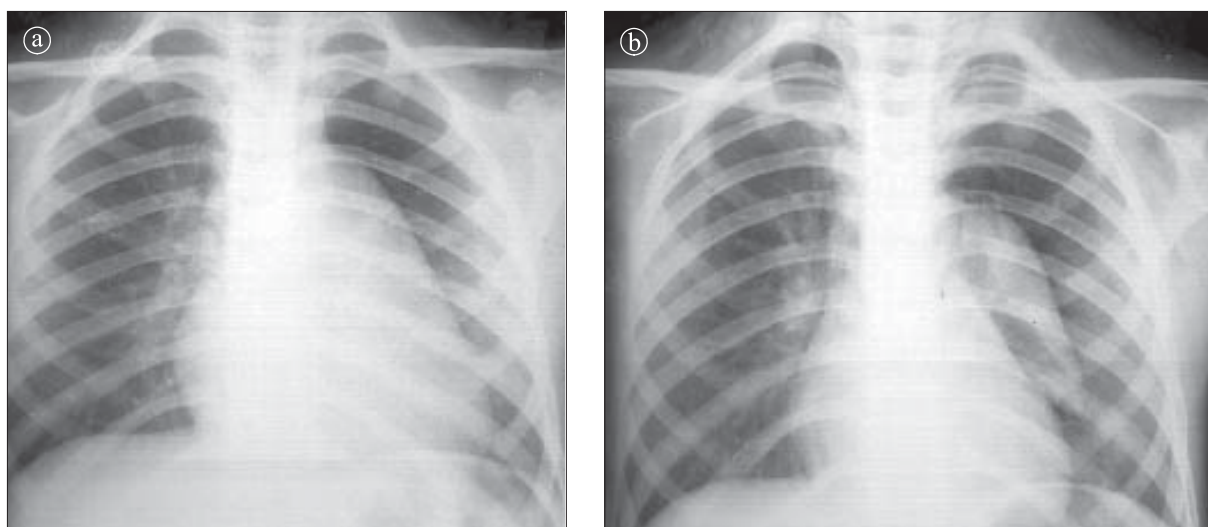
Imagine cardiotimică. Radiografie toracică. a) În incidență PA. b) În condiții de pneumomediastin. Lobul timic stâng hipertrofiat se suprapune pe conturul stâng al cordului mimând o cardiomegalie.
